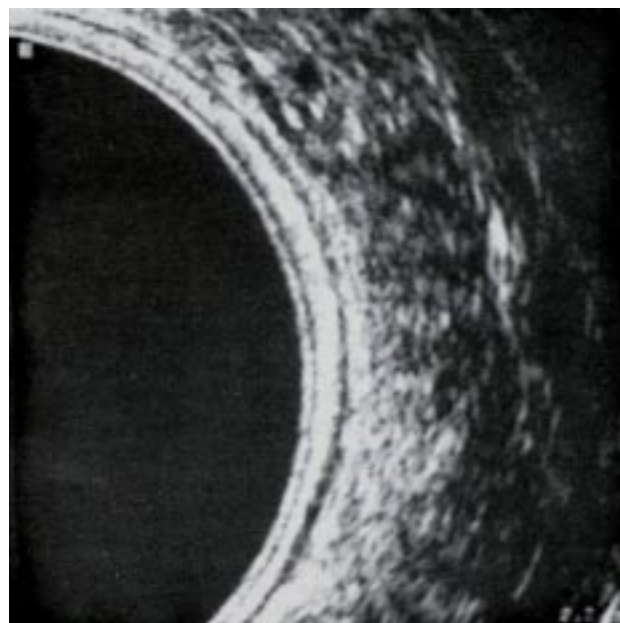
Detalle de las diferentes capas de la pared rectal demostradas por ultrasonografía endorrectal.
